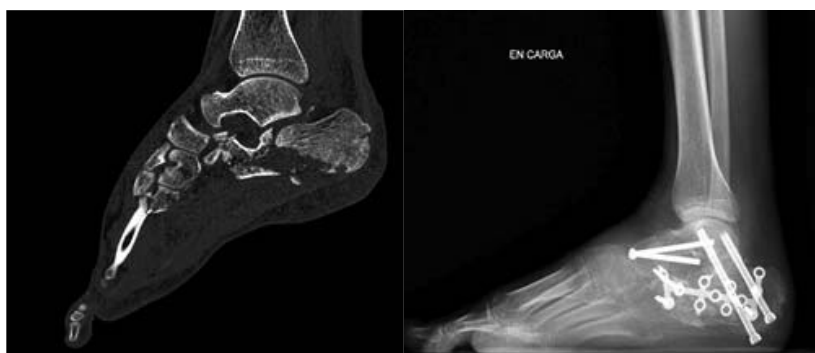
Conminución Sanders tipo IV y radiografía a los 3 meses de la intervención que muestra artrodesis subastragalina y astrágalo-escafoidea (Paciente nº 3).
